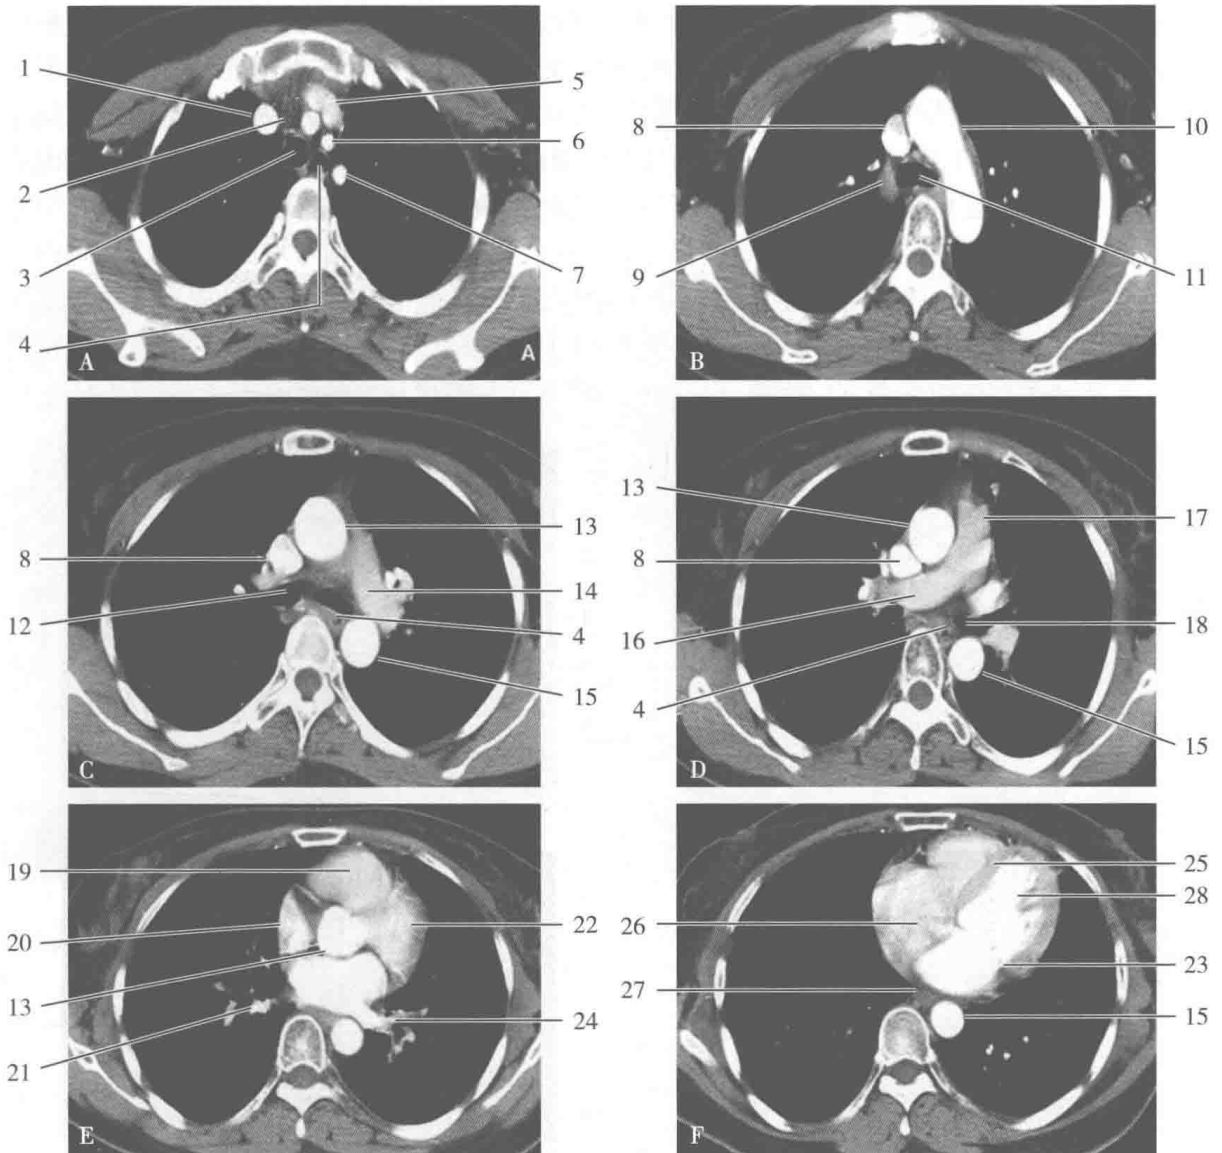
胸部正常 CT 横断面增强扫描:纵隔窗
